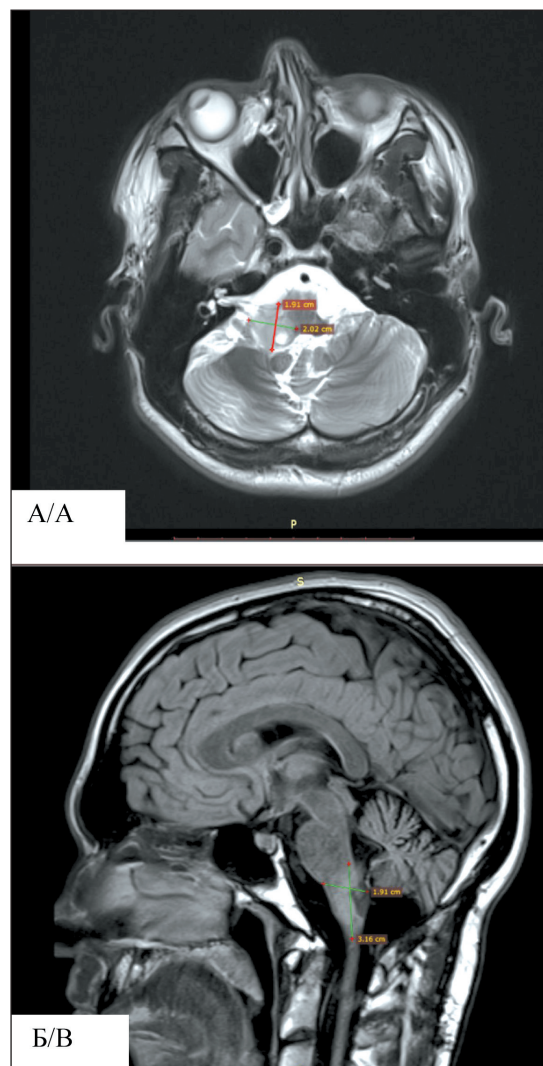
МРТ головного мозга с контрастным усилением (после лечения):
